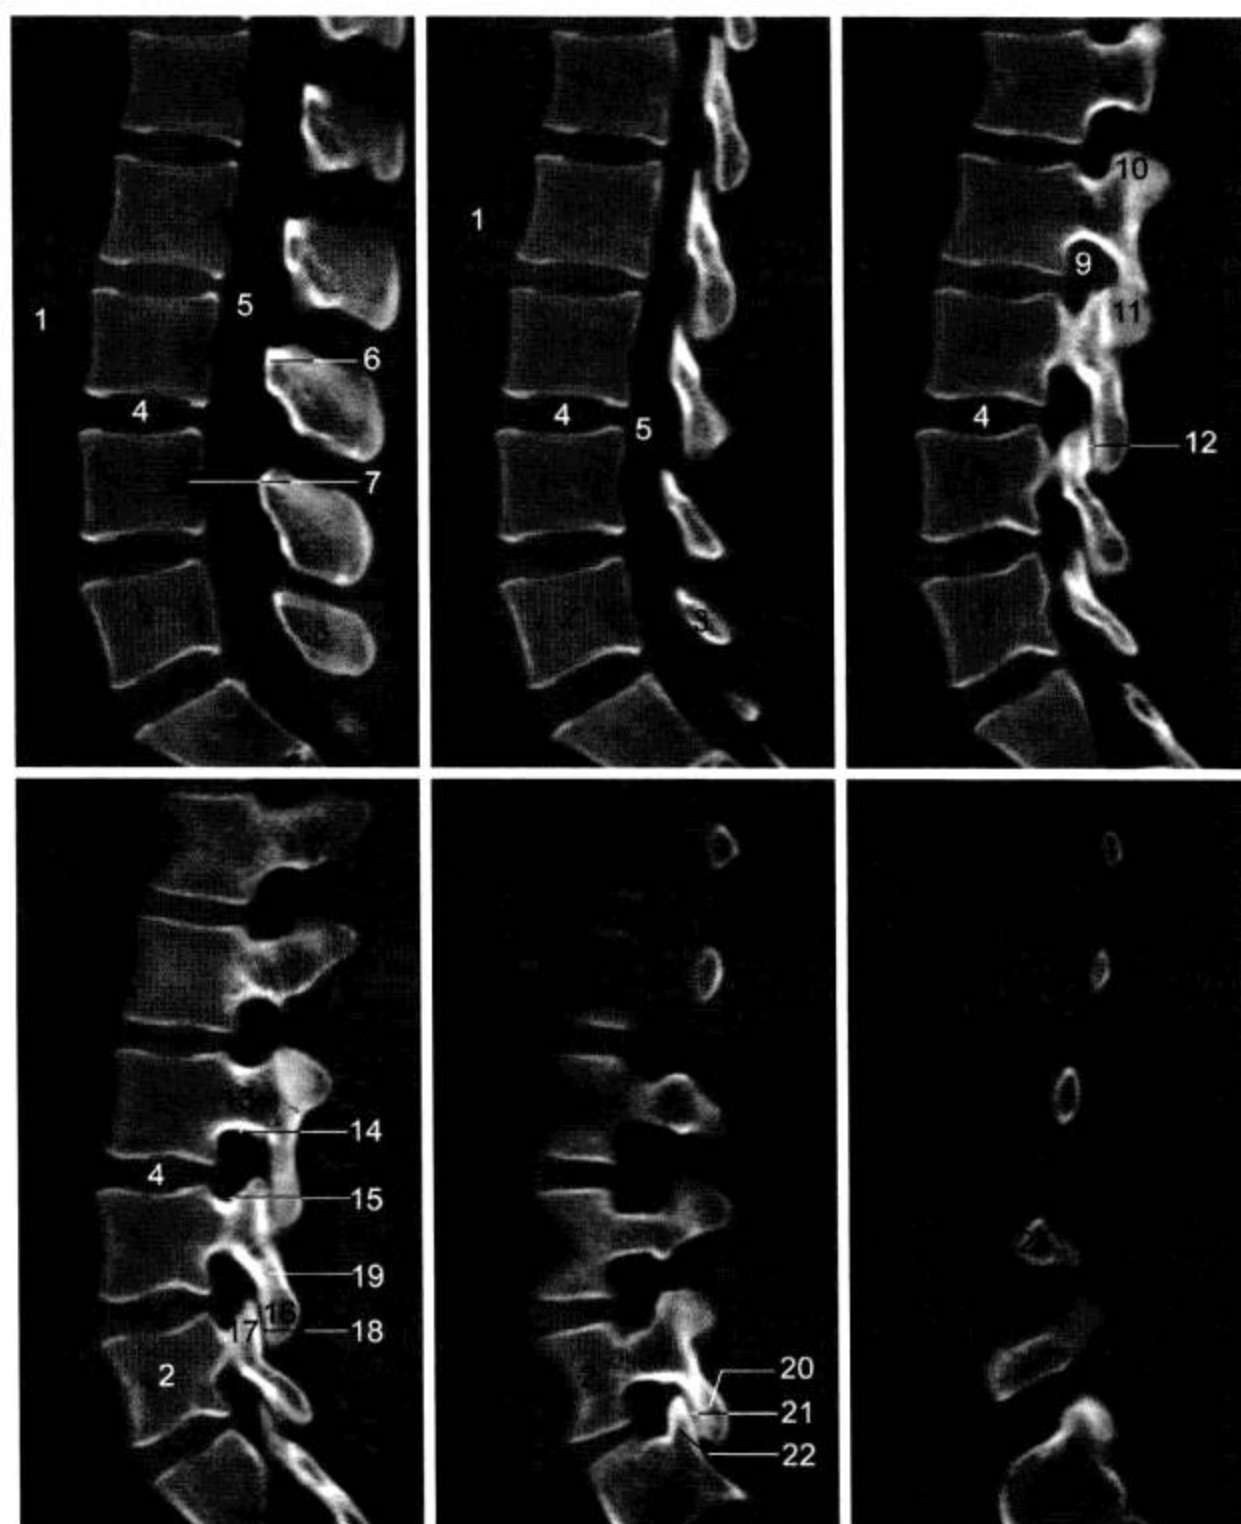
腰椎 CT 矢状面 MPR 重组 (窗宽 1 500 Hu, 窗位 400 Hu)
